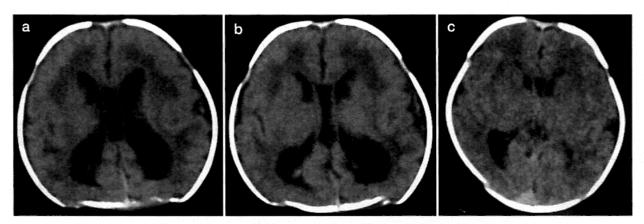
Zellweger 症候群患児の頭部 CT
